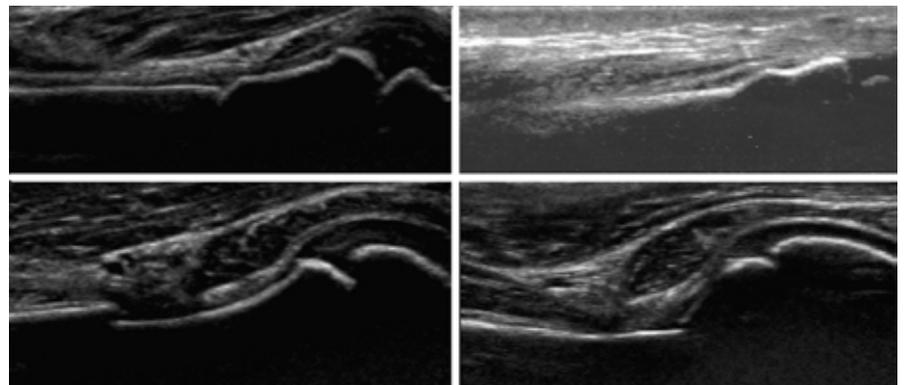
sonografische Frakturzeichen: links oben: Frakturspalt, rechts oben: Wulst, links unten: Versatz, rechts unten: Knick
